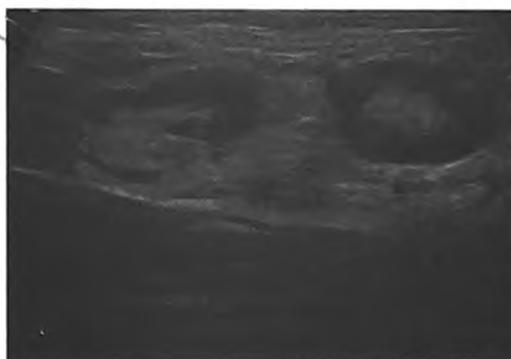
Высокоразрешающее УЗИ паховой области слева. Реактивная паховая лимфаденопатия при абсцессе полового члена
